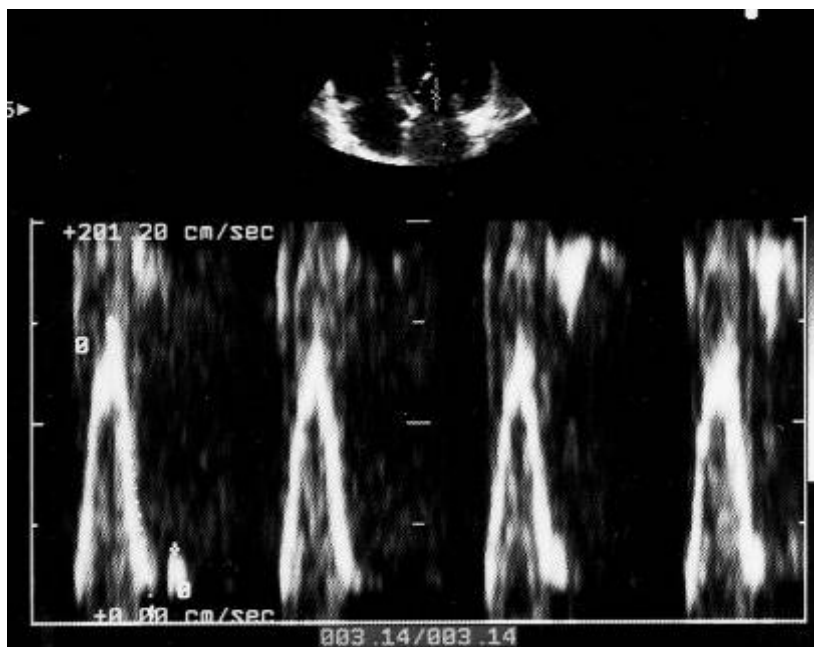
Эхокардиография (у этого же больного – см. рис. 2): сверху – трансмитральный поток: признаки нарушения диастолической функции левого желудочка по II типу; снизу – у этого же больного отмечается сращение хорд митрального клапана, уплотнение и утолщение его створок.
